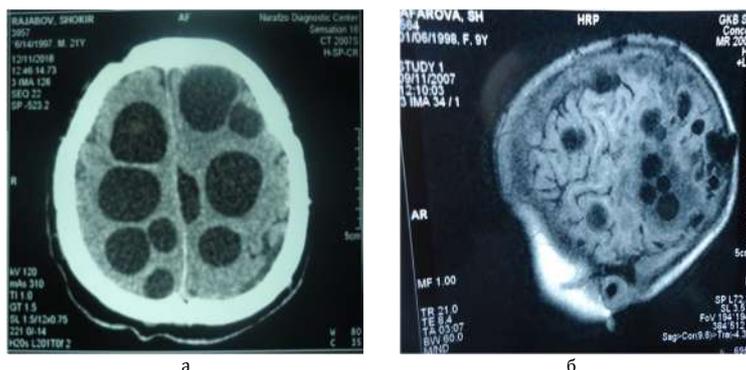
а - КТ и б - МРТ изображения множественных эхинококковых кист головного мозга
